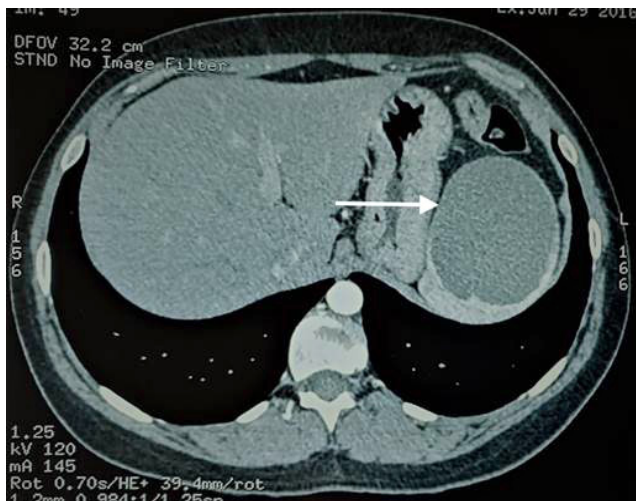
КТ истинной кисты селезенки (стрелка)
